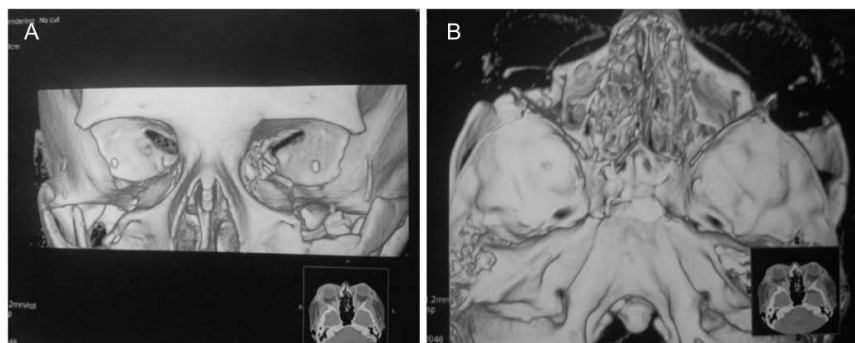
CT oczodołów, rekonstrukcja ścian kostnych po zabiegu dekompresji. A – projekcja wieńcowa, B – projekcja osiowa.
